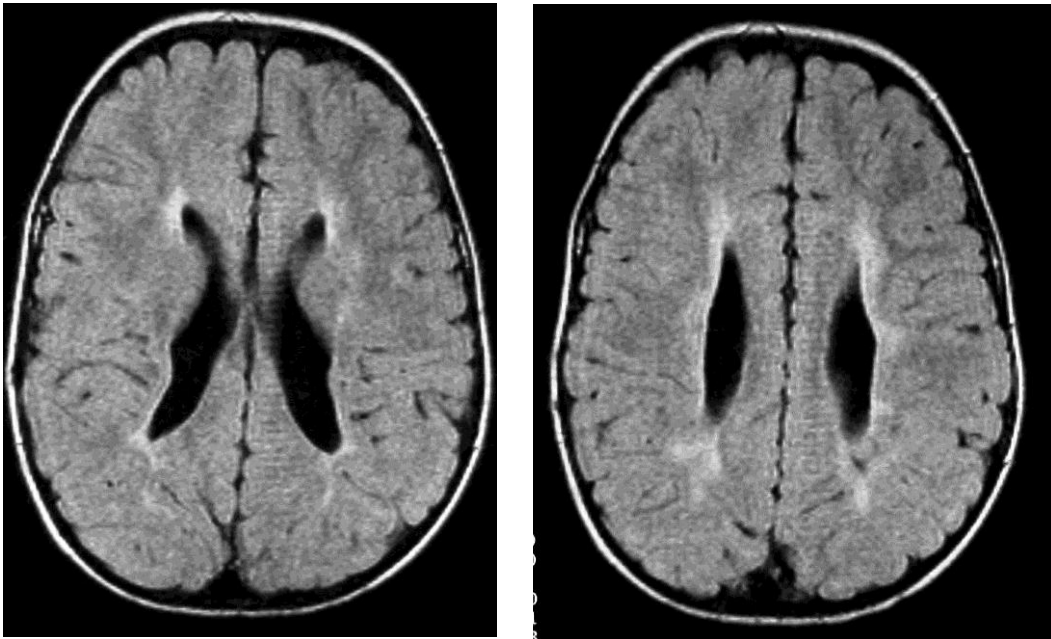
Axial FLAIR sequence of a 5-year old formerly premature infant with periventricular leukomalacia. Note the angular, edged widening of the lateral ventricles and the adjacent hyperintensities corresponding to astroglia
